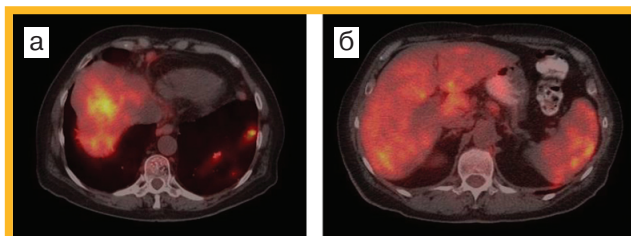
ПЭТ / КТ той же больной. На совмещенных ПЭТ / КТ аксиальных срезах отмечены очаги патологической гиперметаболической активности: в поддиафрагмальных отделах печени (см. рис. 1 в) и подкапсульных отделах селезенки (см. рис. 1 г).
